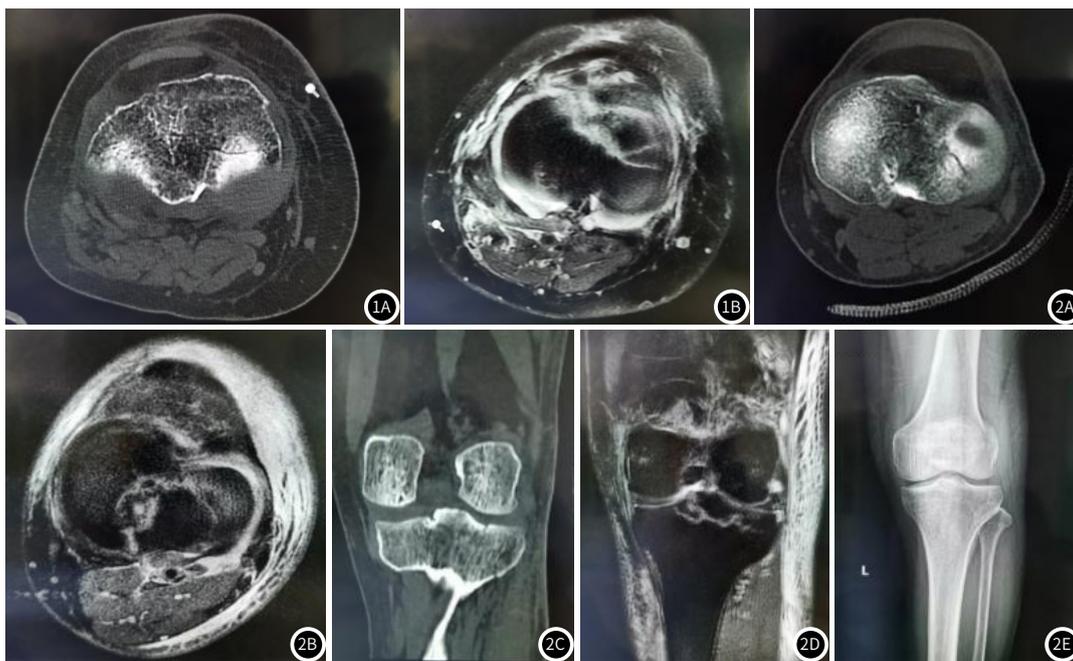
图1B 256层螺旋CT和MRI诊断右侧胫骨平台骨折。
